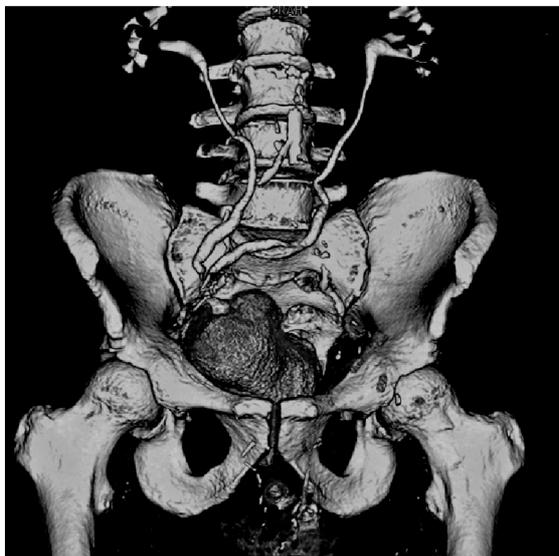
3D-КТ (а, б) у пациента после деривации мочи по методике *Studer* с имплантированным искусственным мочевым сфинктером
